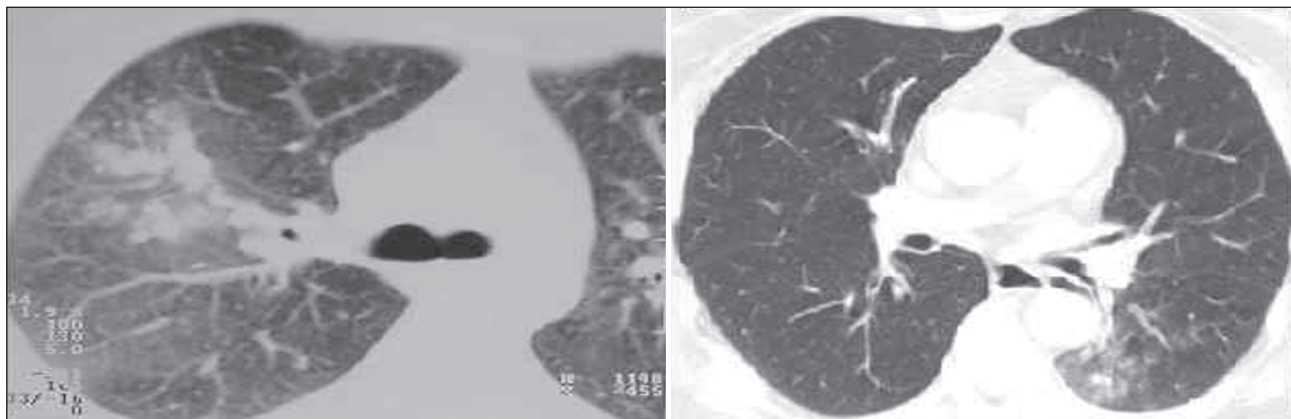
КТ ОГК: бронхопневмонія, що має локальний характер (1–2 сегменти). Вогнища розташовані субплеврально, а контури їх досить чіткі. Зазвичай це перибронхіальні, центрлобулярні вогнища чи невеликі інфільтрати
